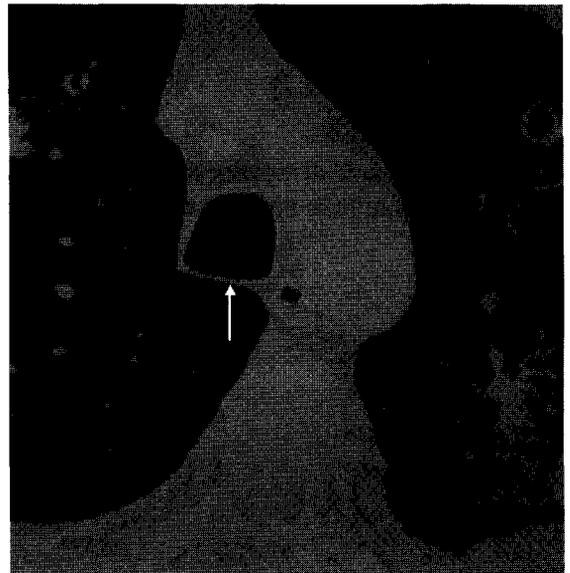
TAC mostrando Banda traqueal posterior con pulmón derecho en el receso supraaórticos.
